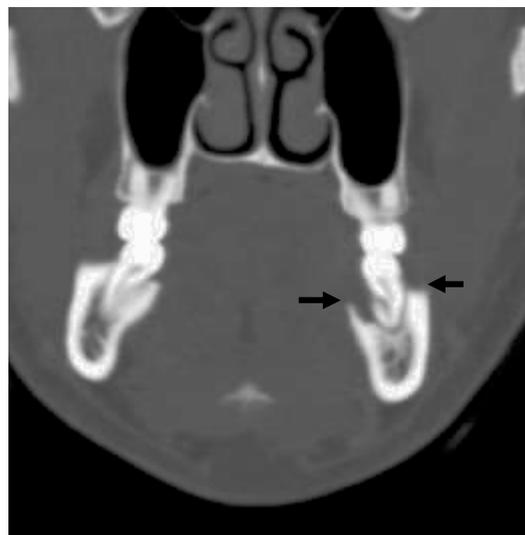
X線CT冠状断写真 左下顎第2大臼歯部頬舌側皮質骨欠損(黒矢印)
